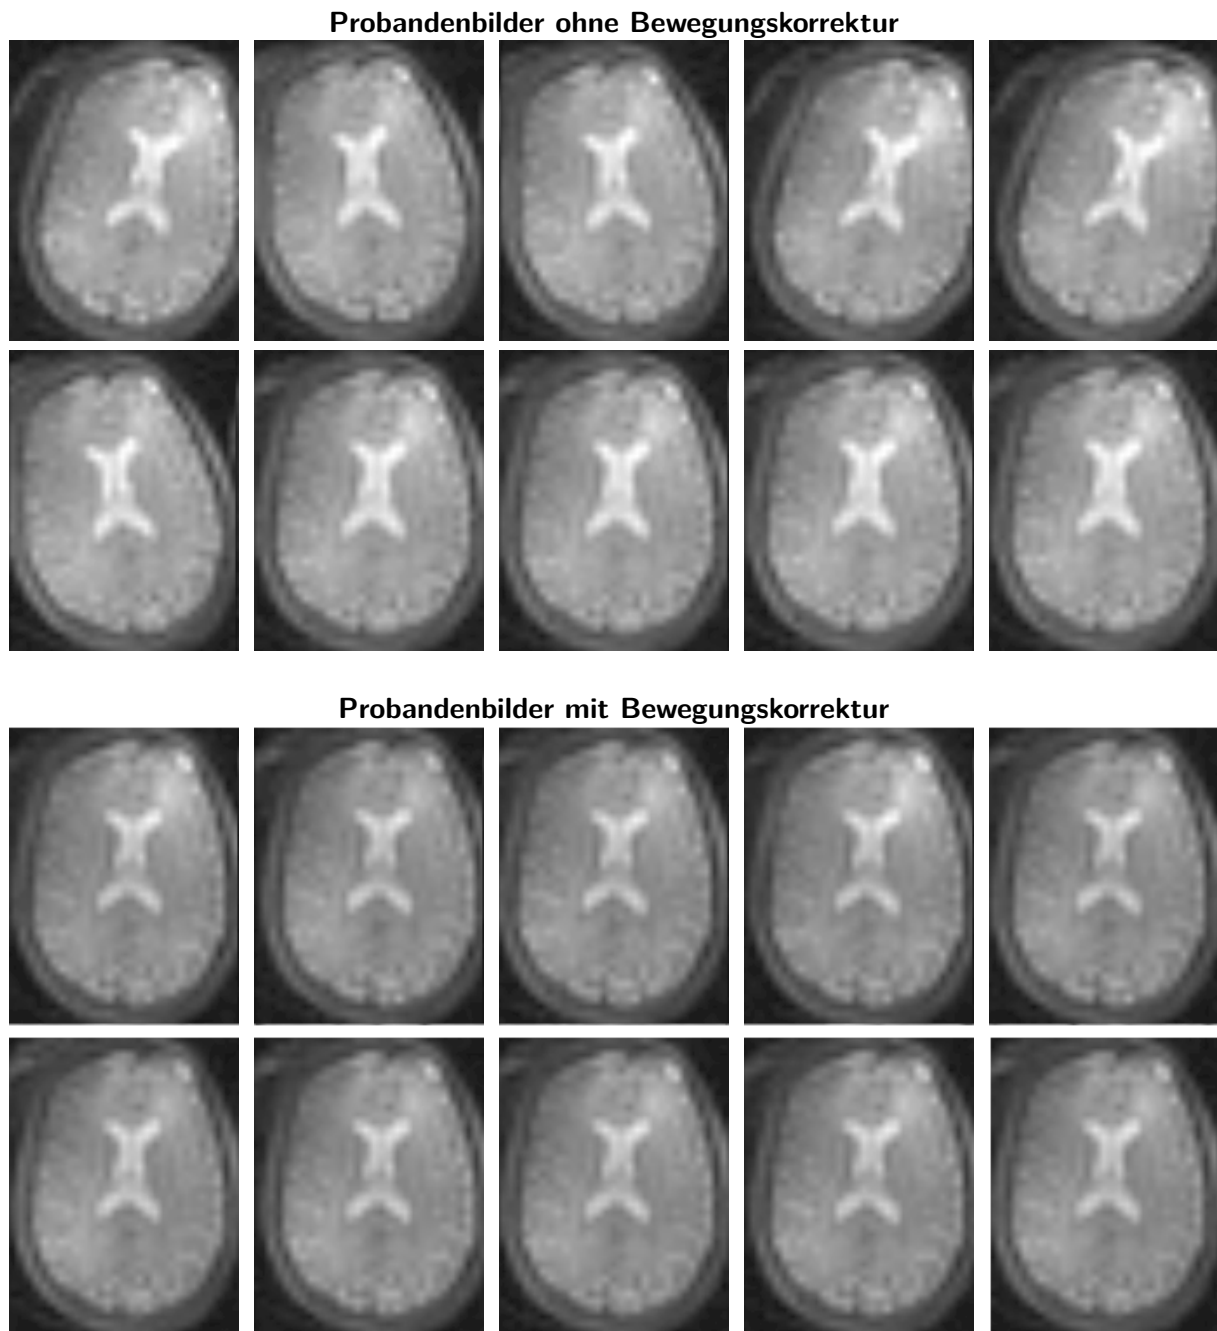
Von einem repräsentativen Probanden wurden MRT-Aufnahmen mit und ohne Bewegungskorrektur aufgenommen. Analog zu den Bildern in Abbildung 3.63 wurden ebenfalls zwei Messreihen aufgenommen, wobei der Proband beide Male den Kopf auf ähnliche Weise bewegte. Bei der ersten Messreihe war die Bewegungskorrektur ausgeschaltet, bei der zweiten Messreihe war sie eingeschaltet. Hier sind die (T1-gewichteten) Kontrollbilder (jeweils nur eine Schicht) dargestellt. Man erkennt, dass die Bewegungskorrektur den Kopf im Bild an seiner ursprünglichen Stelle fixiert. In Abbildung 3.65 sind die zugehörigen perfusionsgewichteten Bilder dargestellt.
